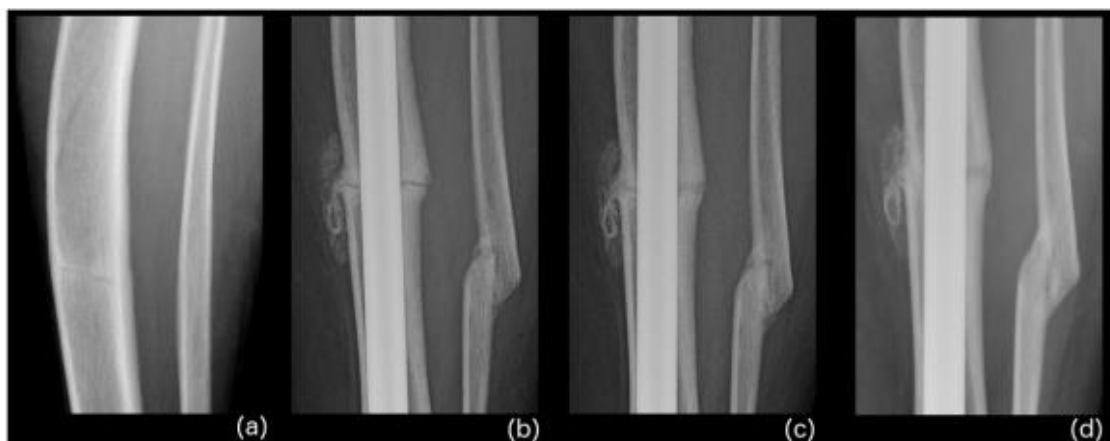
Radiografia da ligação entre a tíbia e fíbula esquerda depois de uma osteotomia e fixação com hastes intramedulares (IMN). (a) 3 anos depois da fratura da tíbia; início do tratamento com Asfotase alfa e com tratamento pós-cirúrgico. (b) 2 meses depois do início do tratamento com Asfotase alfa; formação de calo onde se executou a osteotomia. (c) 5 meses depois da cirurgia; 6 meses de tratamento com Asfotase alfa; Aumento da formação de calo. (d) 10 meses depois da cirurgia; 11 meses de tratamento com Asfotase alfa; Osteotomias da fíbula e tíbia parecem ter se unido.
